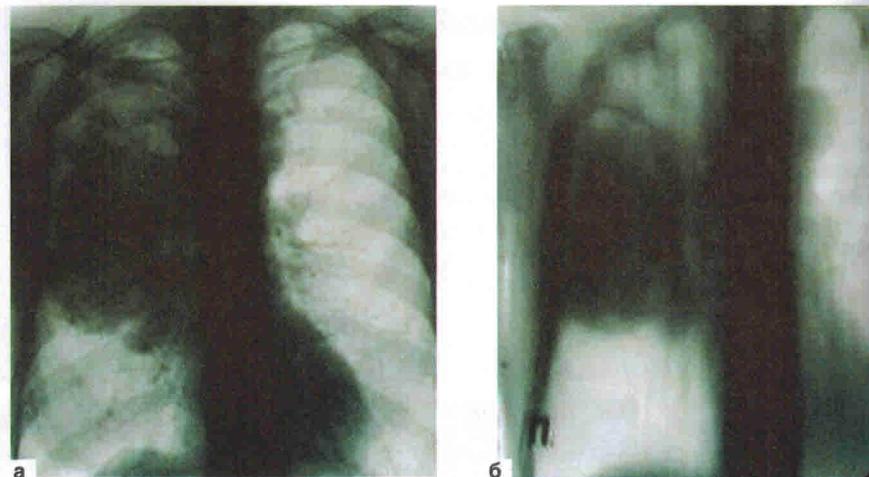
Клебсиеллезная правосторонняя пневмония, осложненная гангренозным абсцессом с исходом в ложную кисту. Обзорная рентгенограмма грудной клетки (а), аналоговая томограмма в прямой проекции правого легкого (б), правая боковая рентгенограмма при исходе воспалительного процесса: а — овальной формы абсцесс огромных размеров в верхней доле правого легкого; б — полость с наличием большого секвестра; контуры стенок полости неровные, нечеткие; в — гигантская ложная киста
